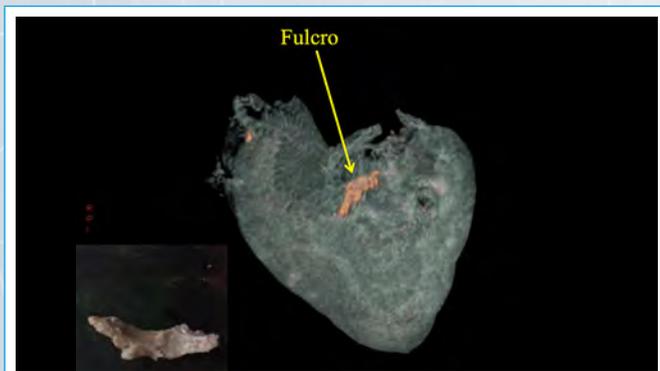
Se observa el fulcro cardíaco en tomografía computarizada (corazón bovino). Al pie se muestra el fulcro resecado
